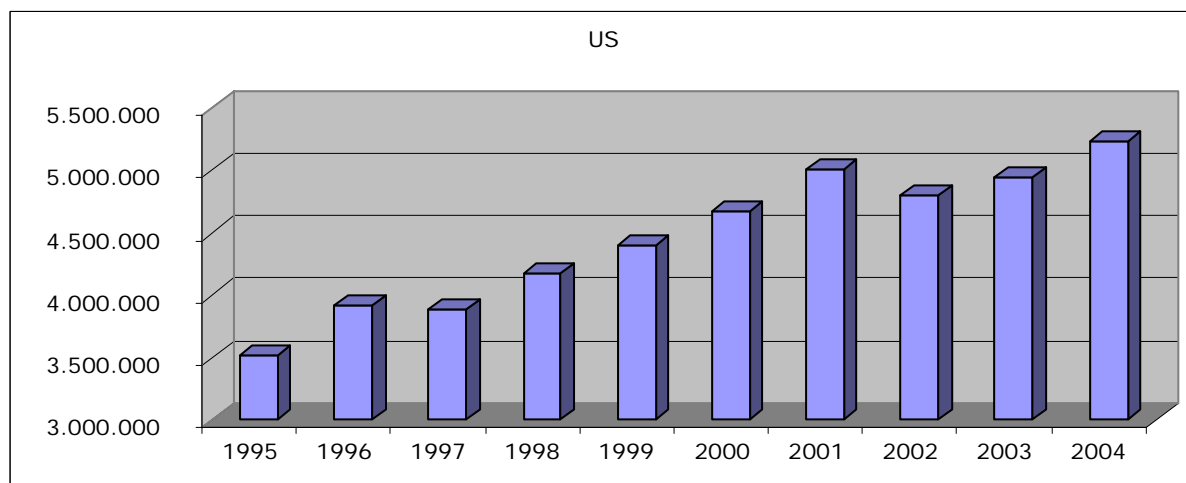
nombre d'examens par échographie 1995-2004 (données INAMI)
